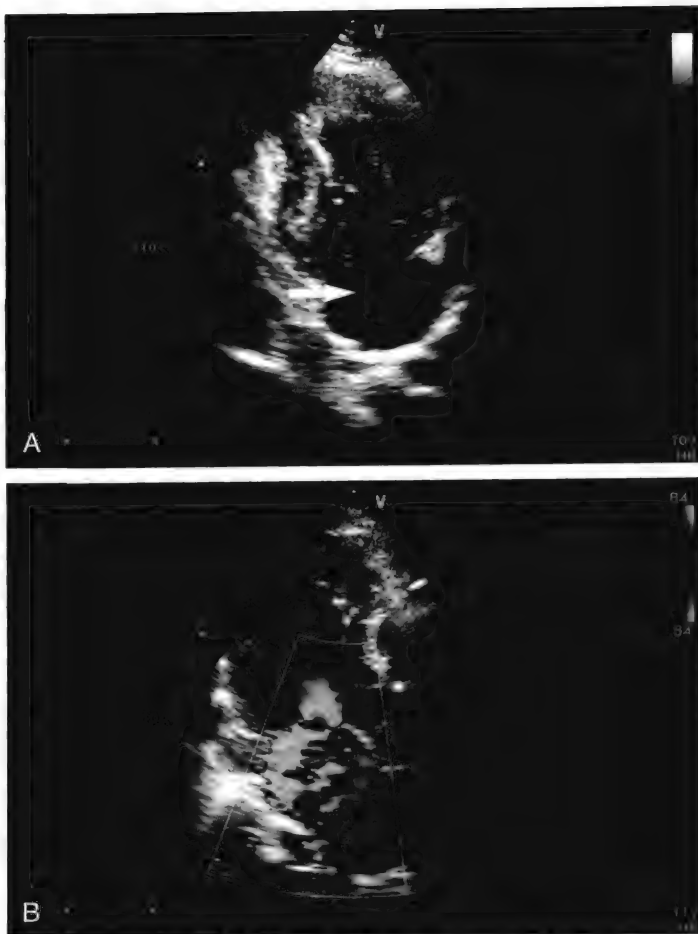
1例前壁NSTEMI患者于症状发作后24小时时发生心源性休克，左图为此患者经胸超声心动图所见。A，心尖两腔切面可见前侧乳头肌断裂，脱入左心房后飘动（箭头所示）。B，心尖长轴切面可见严重的二尖瓣反流。
